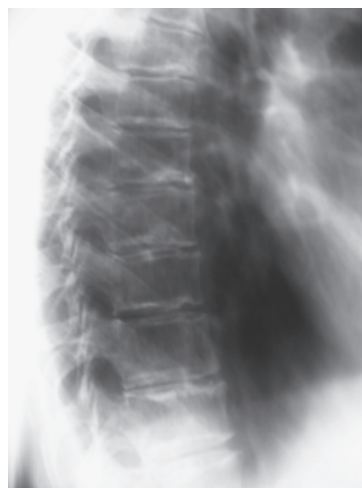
Рентгенограма грудного відділу хребта у бічній проекції хв. М., 35 років (група з моносомією Х): диспластичний остеохондроз
